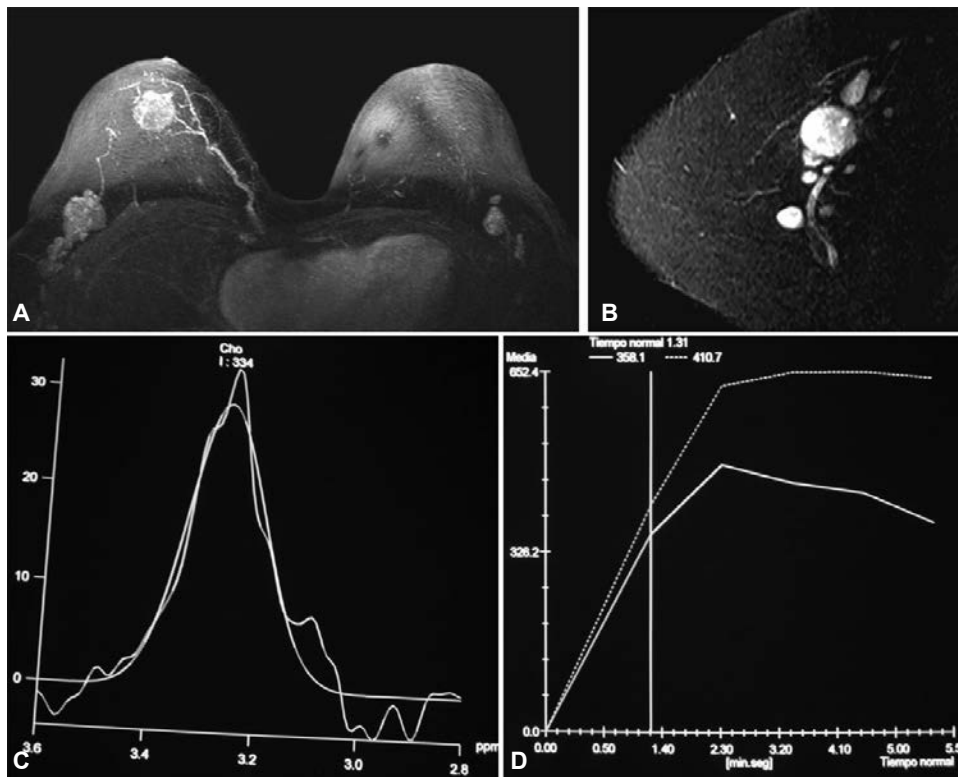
A) Imagen RM MIP contrastado, donde se observa un tumor en la mama derecha de 2.7 x 2.2 cm, CDI con SBR 3, además de ganglios axilares de aspecto metastásico, bilaterales. B) Imagen RM T1 Fat Sat contrastado de la cadena ganglionar axilar derecha. C) EMR 334 ppm y D) curva grado III.
